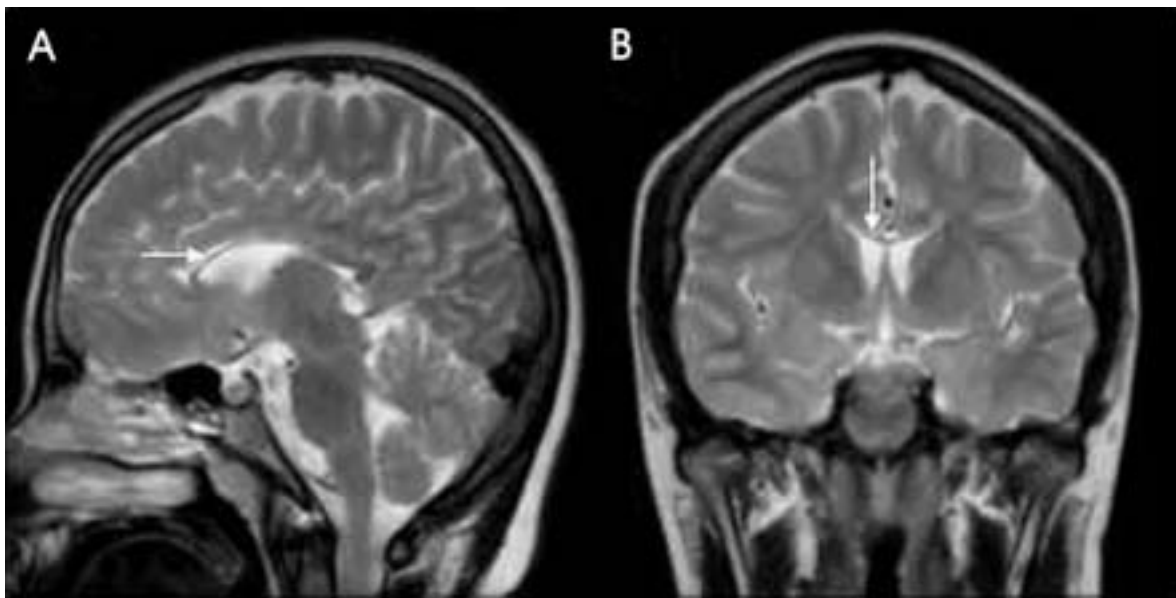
MRIs of the patient 2. Sagittal (A) and coronal (B) T2 weighted MRI show extremely thin corpus callosum, mainly anterior limb (arrow).
